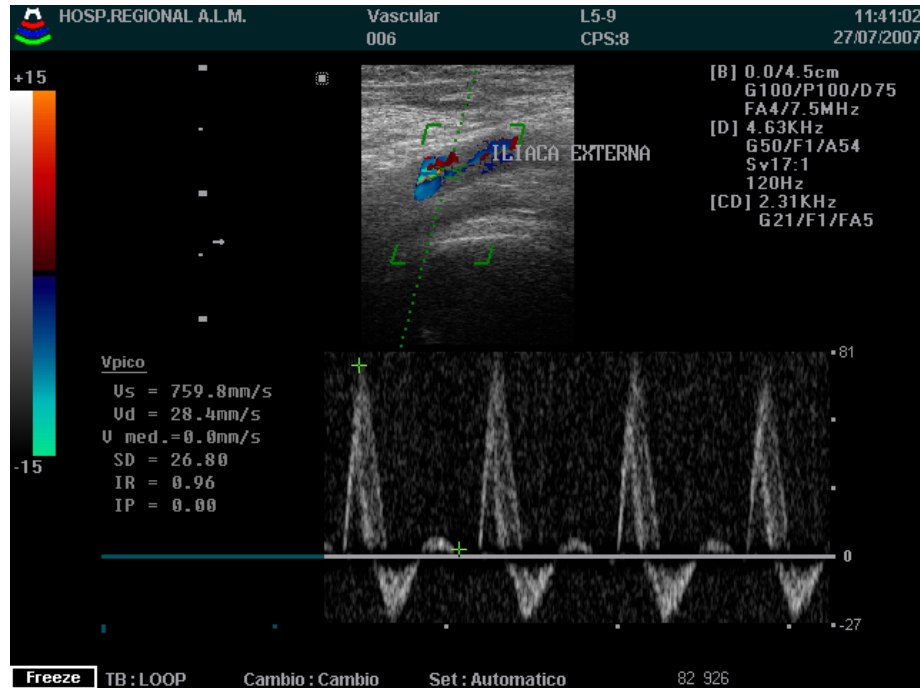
Imagen doppler de la arteria iliaca externa
